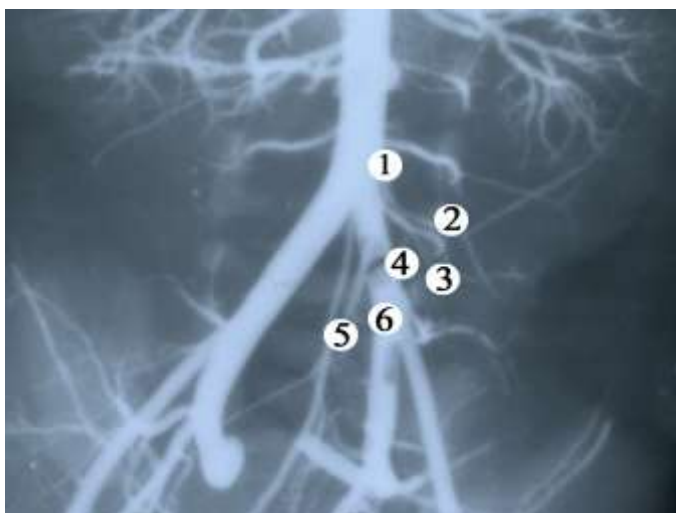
Артеріальні судини (заповнені рентгеноконтрастною сумішшю на основі свинцевого сурика) сигмоподібної ободової кишки доношеного плода 495,0 мм ТПД. Фоторентгенограма. Зб. 1,5^x:
